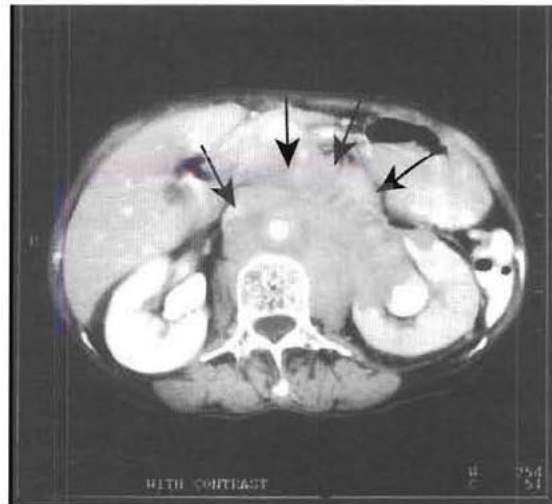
Lymphome. TDM d'un patient présentant de volumineuses adénopathies rétro-péritonéales (flèches) secondaires à un lymphome comprimant les cavités excrétrices gauches.
